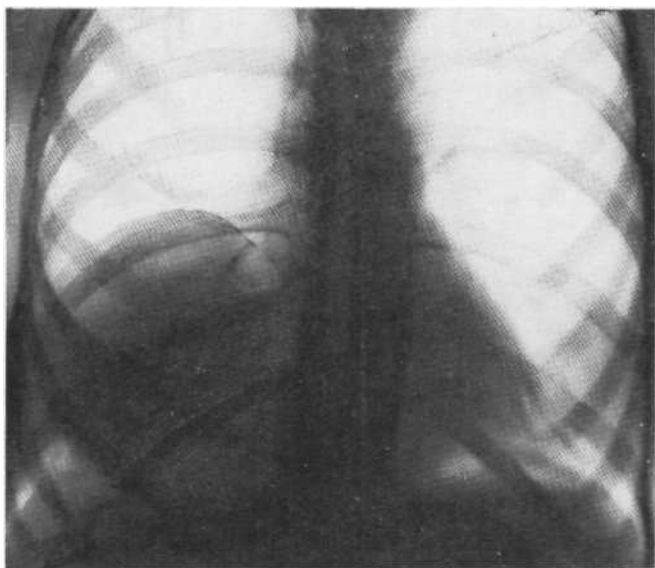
Рентгенограмма в прямой проекции. Эхинококковая киста нижней доли справа. По верхнемедиальному краю кисты видно обызвествление. Операция.
